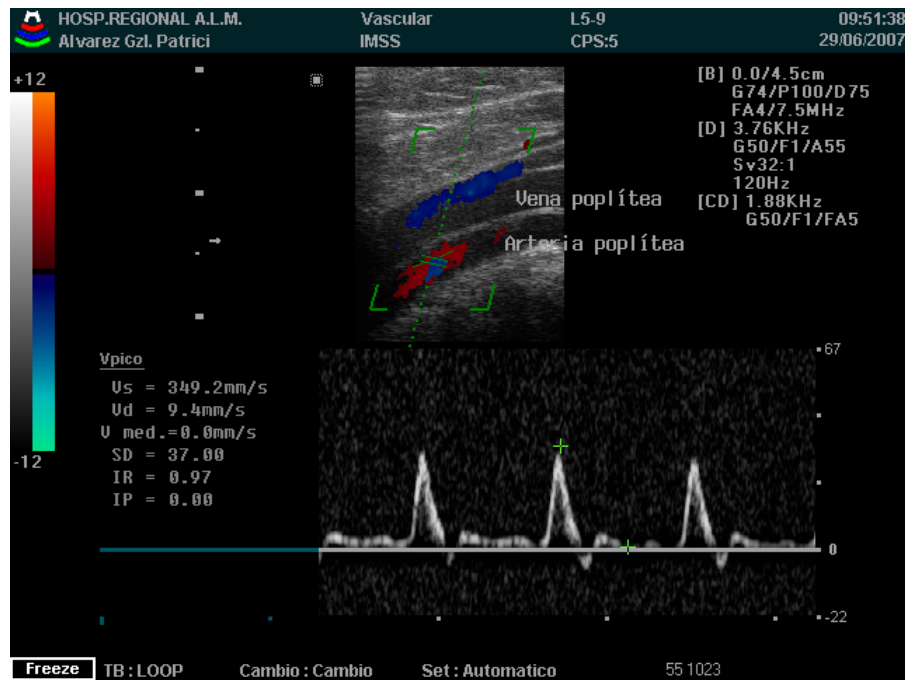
Imagen doppler color de arteria poplítea
